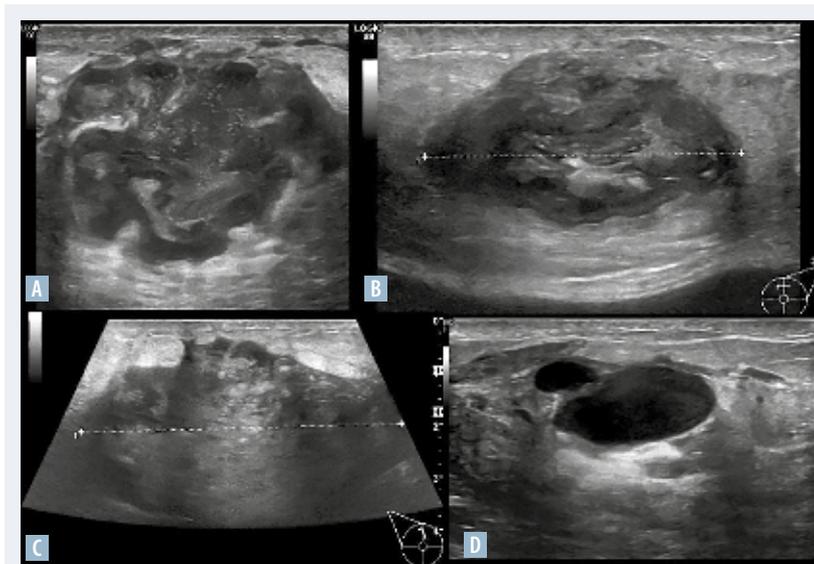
Aspect échographique variable des abcès du sein lactant. A, B. Aspect typique hétérogène avec paroi épaisse. C. Aspect pseudotissulaire avec composante liquidienne peu marquée. D. Aspect pseudokystique.
